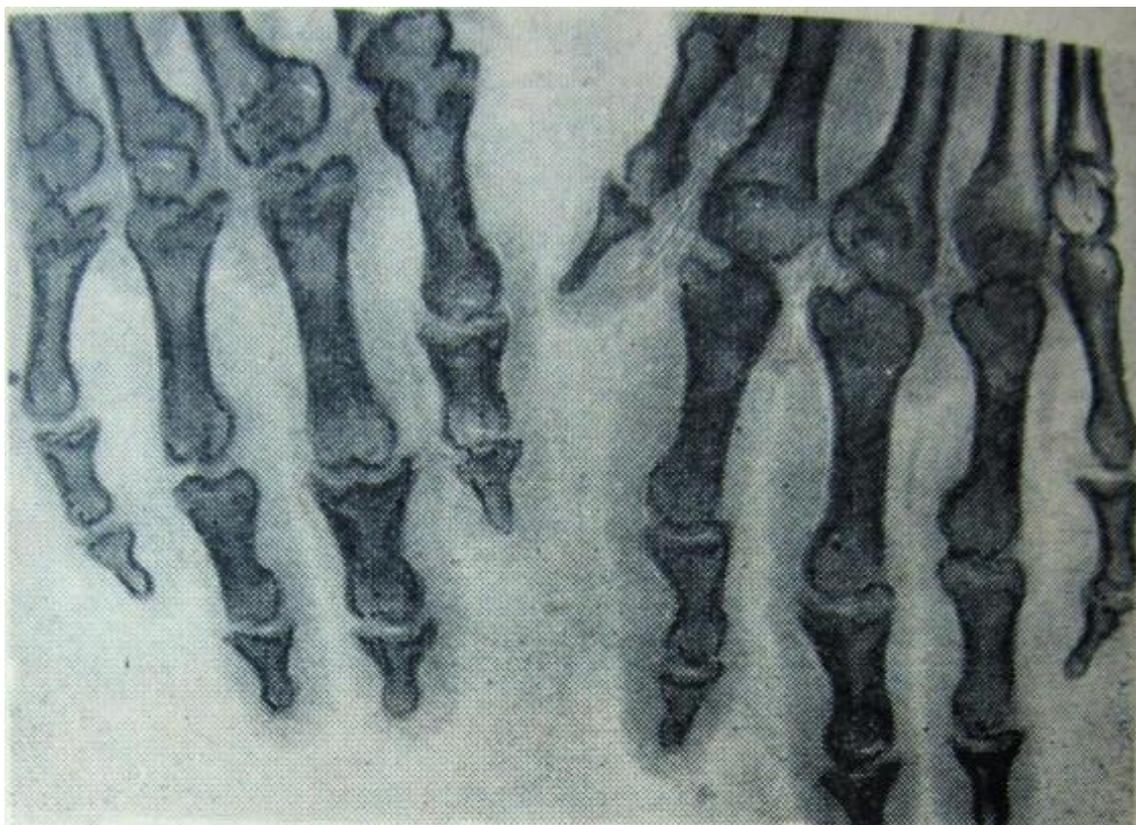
Рентгеновский снимок больного с 3 степенью заболевания [12]
